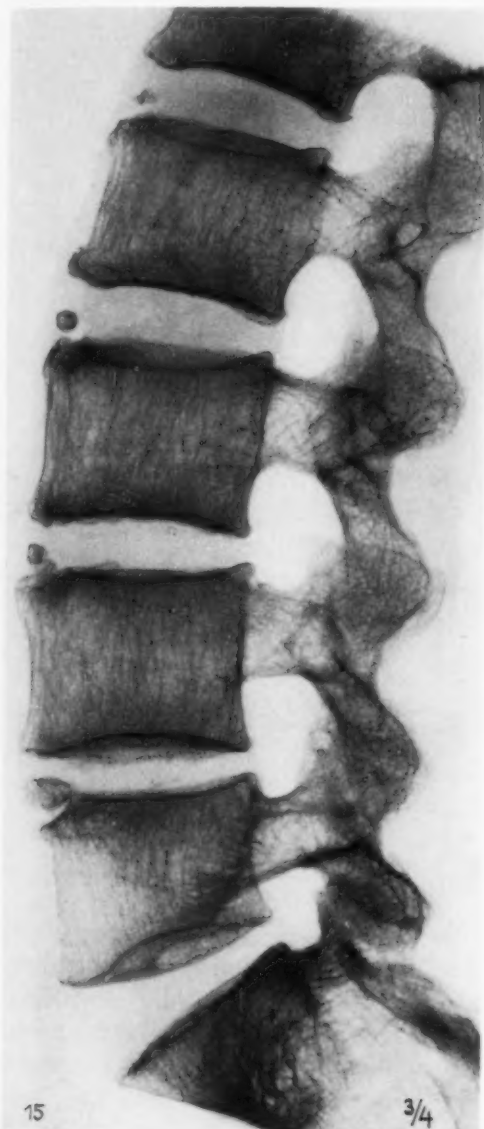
Röntgenbild einer sagittal aufgeschnittenen Wirbelsäule. Abtrennung der Kante am 5. Lendenwirbel. An den anderen Wirbeln Schaltknochen vorn (vgl. Abb. 27).
